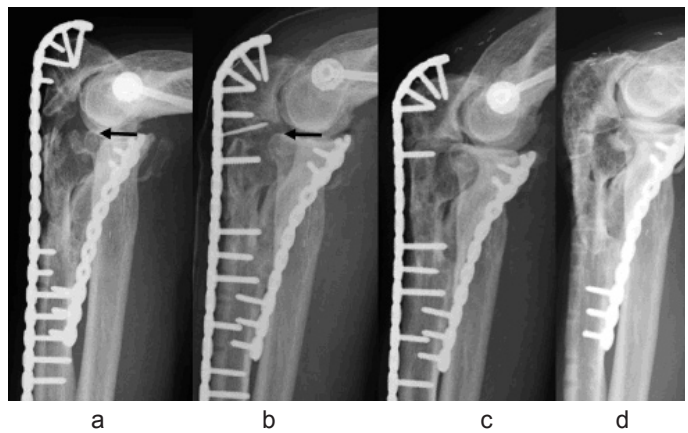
a: 術後6か月X線。矢印部(←)の偽関節を認める。
